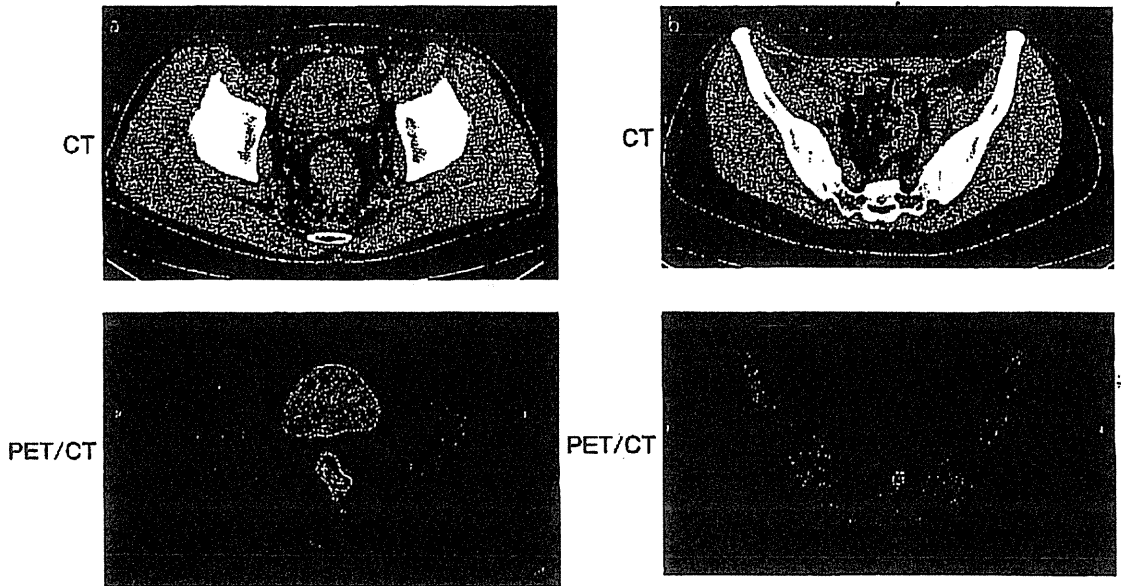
FDG-PET/CTによる転移リンパ節の同定
